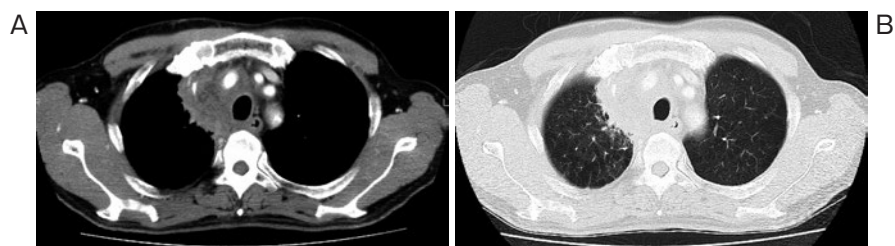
胸部造影CT 縦隔条件 (A)・肺野条件 (B). 上縦隔に上大静脈の狭窄を伴い、気管を左方に圧排する内部低吸収領域を伴う腫瘍性病変が認められ、右肺尖部の浸潤影と一塊になっていた。
